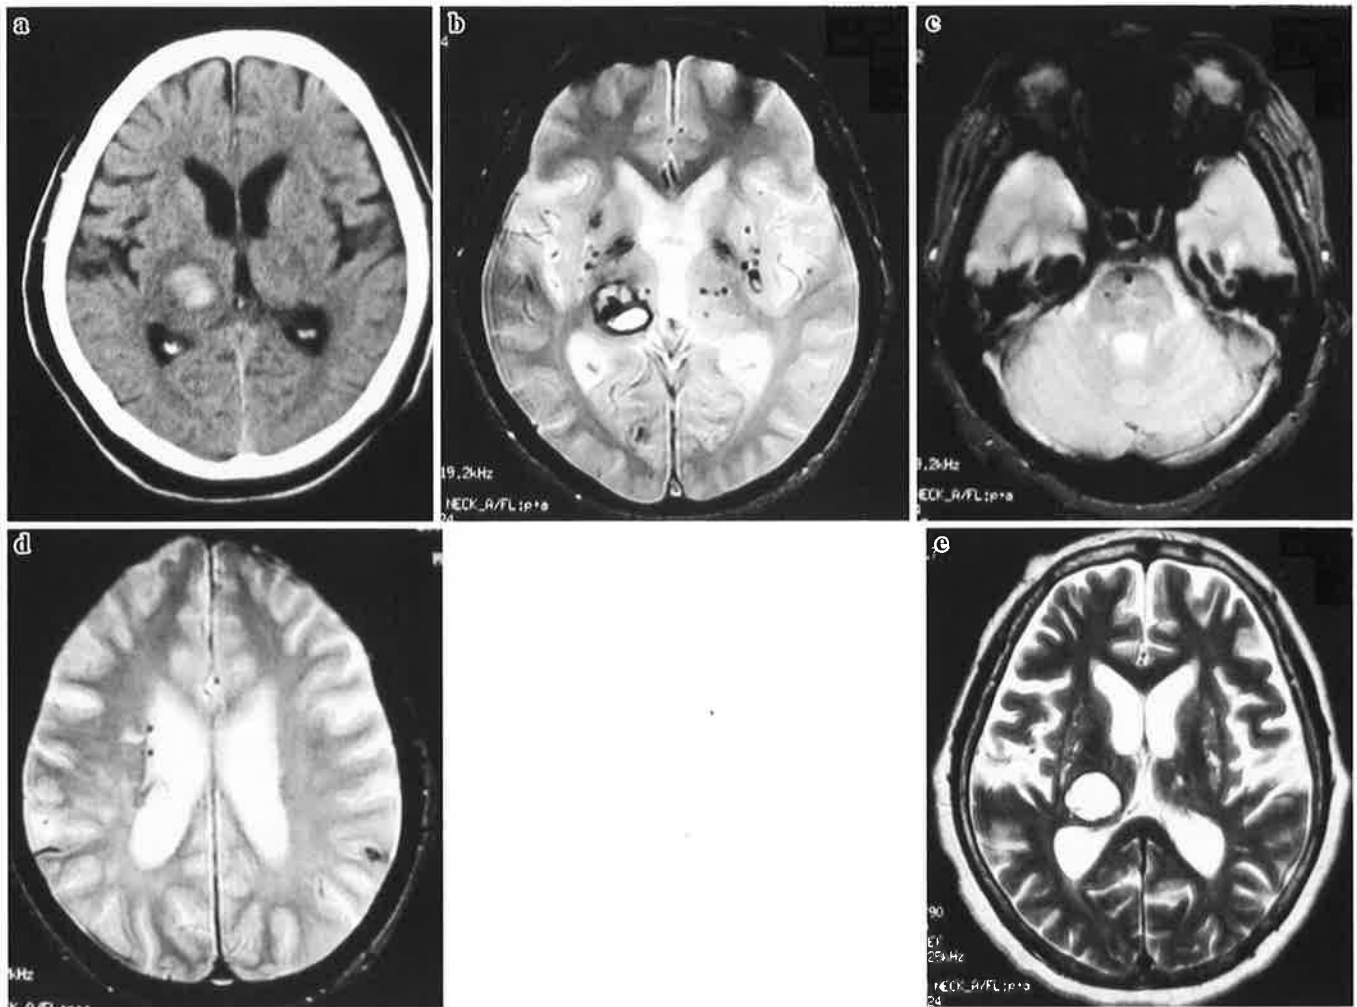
A head CT on admission (a) , a T2*-weighted MRI (b, c, d) and a T2WI (e) 30 days after the onset in case 8.
